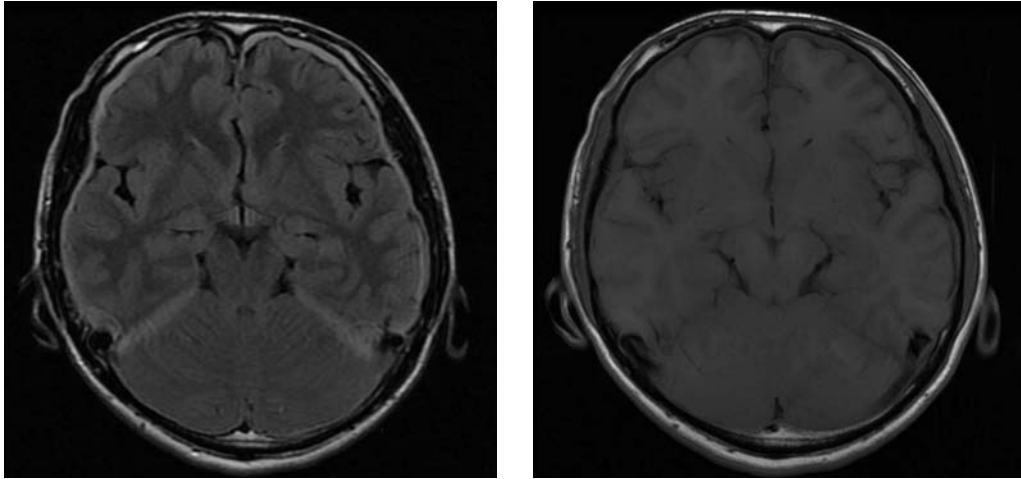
単純MRI(発症18日後) T1強調画像(左), FLAIR画像(右)
